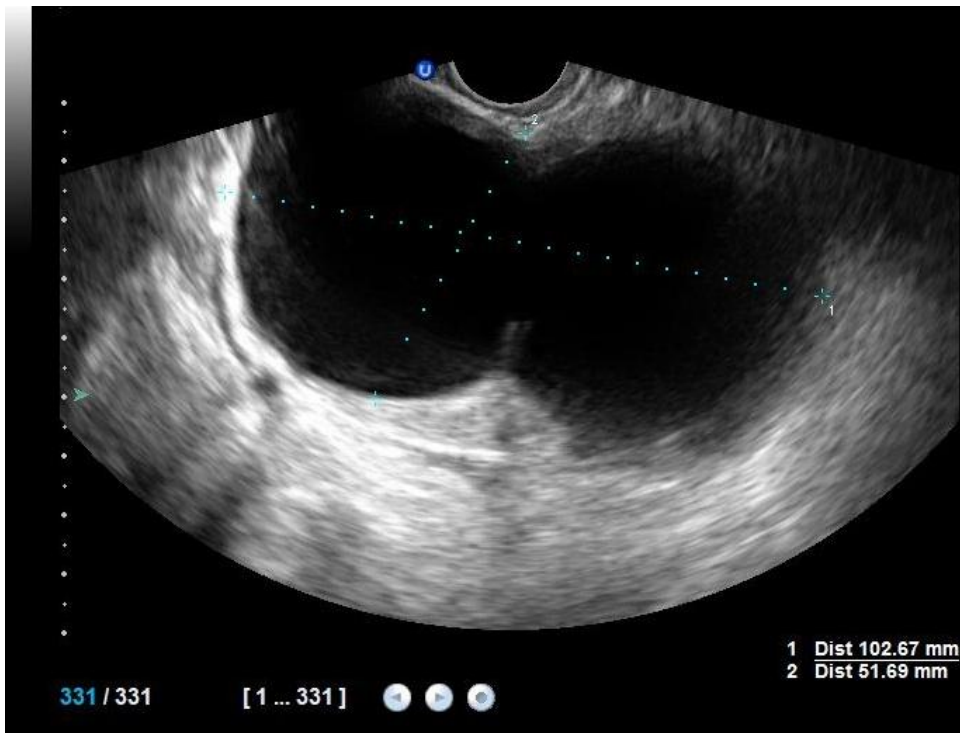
Image échographique objectivant la présence d'une masse kystique oblongue faisant 102 x 51,7 mm avec haustrations. (Cas clinique 5)
